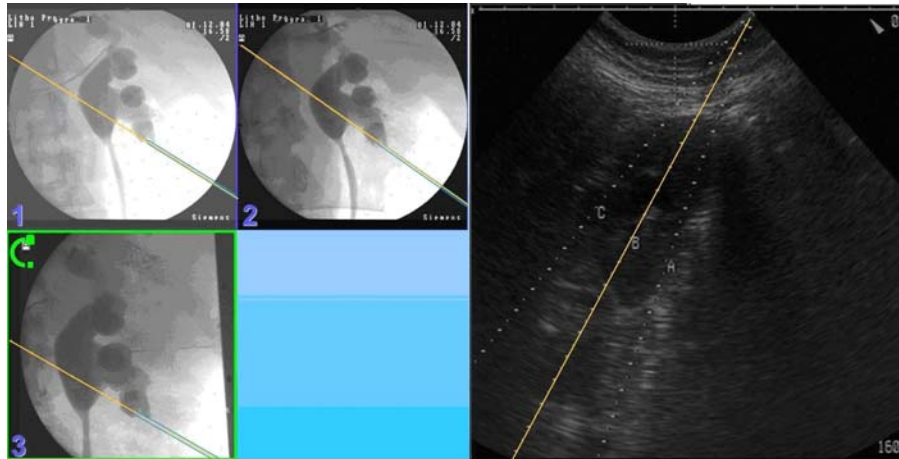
Projection du trajet de ponction échographique dans les images de fluoroscopie. A gauche : Fluoroscopie. A droite : Echographie. A noter que c'est le trajet de ponction 'B' qui a été choisi en échographie et qui est donc projeté dans les images fluoroscopique.
